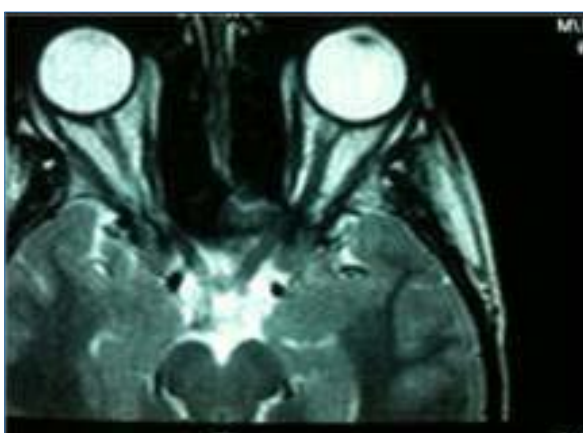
RMN de órbitas: engrosamiento de músculos rectos inferiores.
